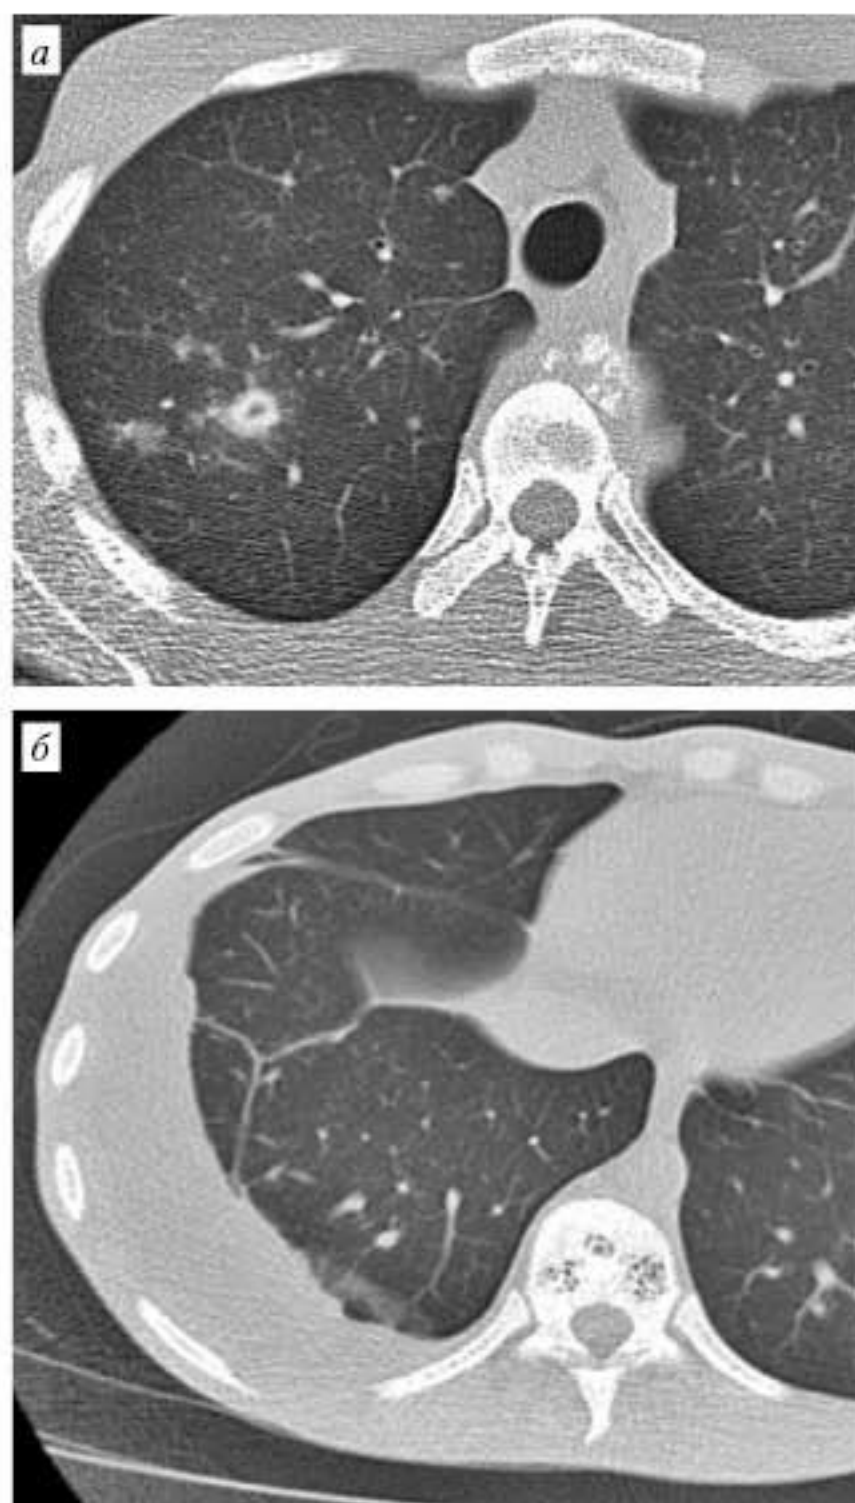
Больной С., 29 лет. Фрагменты КТ органов грудной полости (а, б). а – участок консолидации с мелкой полостью распада в S₂ правого легкого, очаги обсеменения в окружающей легочной ткани. Участок деструкции в теле Th₄. Туберкулезный натежник вокруг тела Th₄ с участками обызвествления. б – интерстициальный фиброз и осумкованная жидкость в правой плевральной полости. Участки деструкции в теле Th₁₁.
